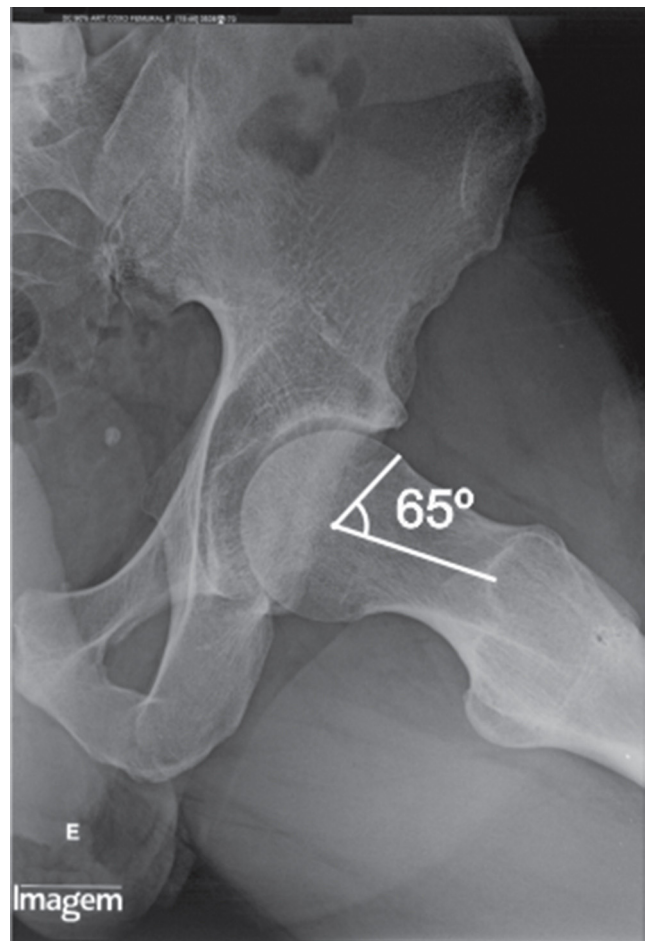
Mesmo indivíduo da figura anterior. Radiografia em perfil do colo com medida do ângulo alfa. É determinado o centro da cabeça femoral. A partir desse ponto é traçada uma reta até o limite da porção esférica da cabeça femoral e outra ao longo do centro do colo. O ângulo entre as duas retas é denominado alfa (normal até 50°).
